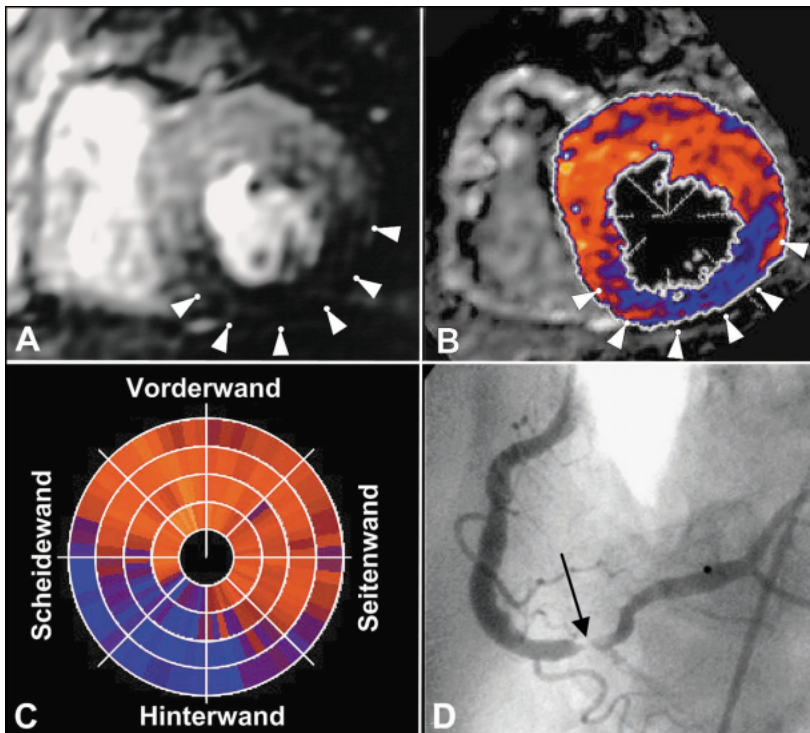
Magnetresonanztomographie des Herzens mit Darstellung der Myokarddurchblutung. A: Das Anströmen des Kontrastmittels (unter Hyperämie-Bedingungen) ist in der Hinterwand deutlich verzögert (Pfeile). B: Parametrische Darstellung des Anflutens: blaue Areale repräsentieren minderperfundiertes Myokard (Pfeile). C: Ansicht der Innenschicht des linksventrikulären Myokards als Polarmap: ca. ein Drittel der Myokardinnenschicht ist minderperfundiert. D: Ursache der Minderperfusion ist eine schwere Stenose der rechten Kranzarterie (Pfeil)
